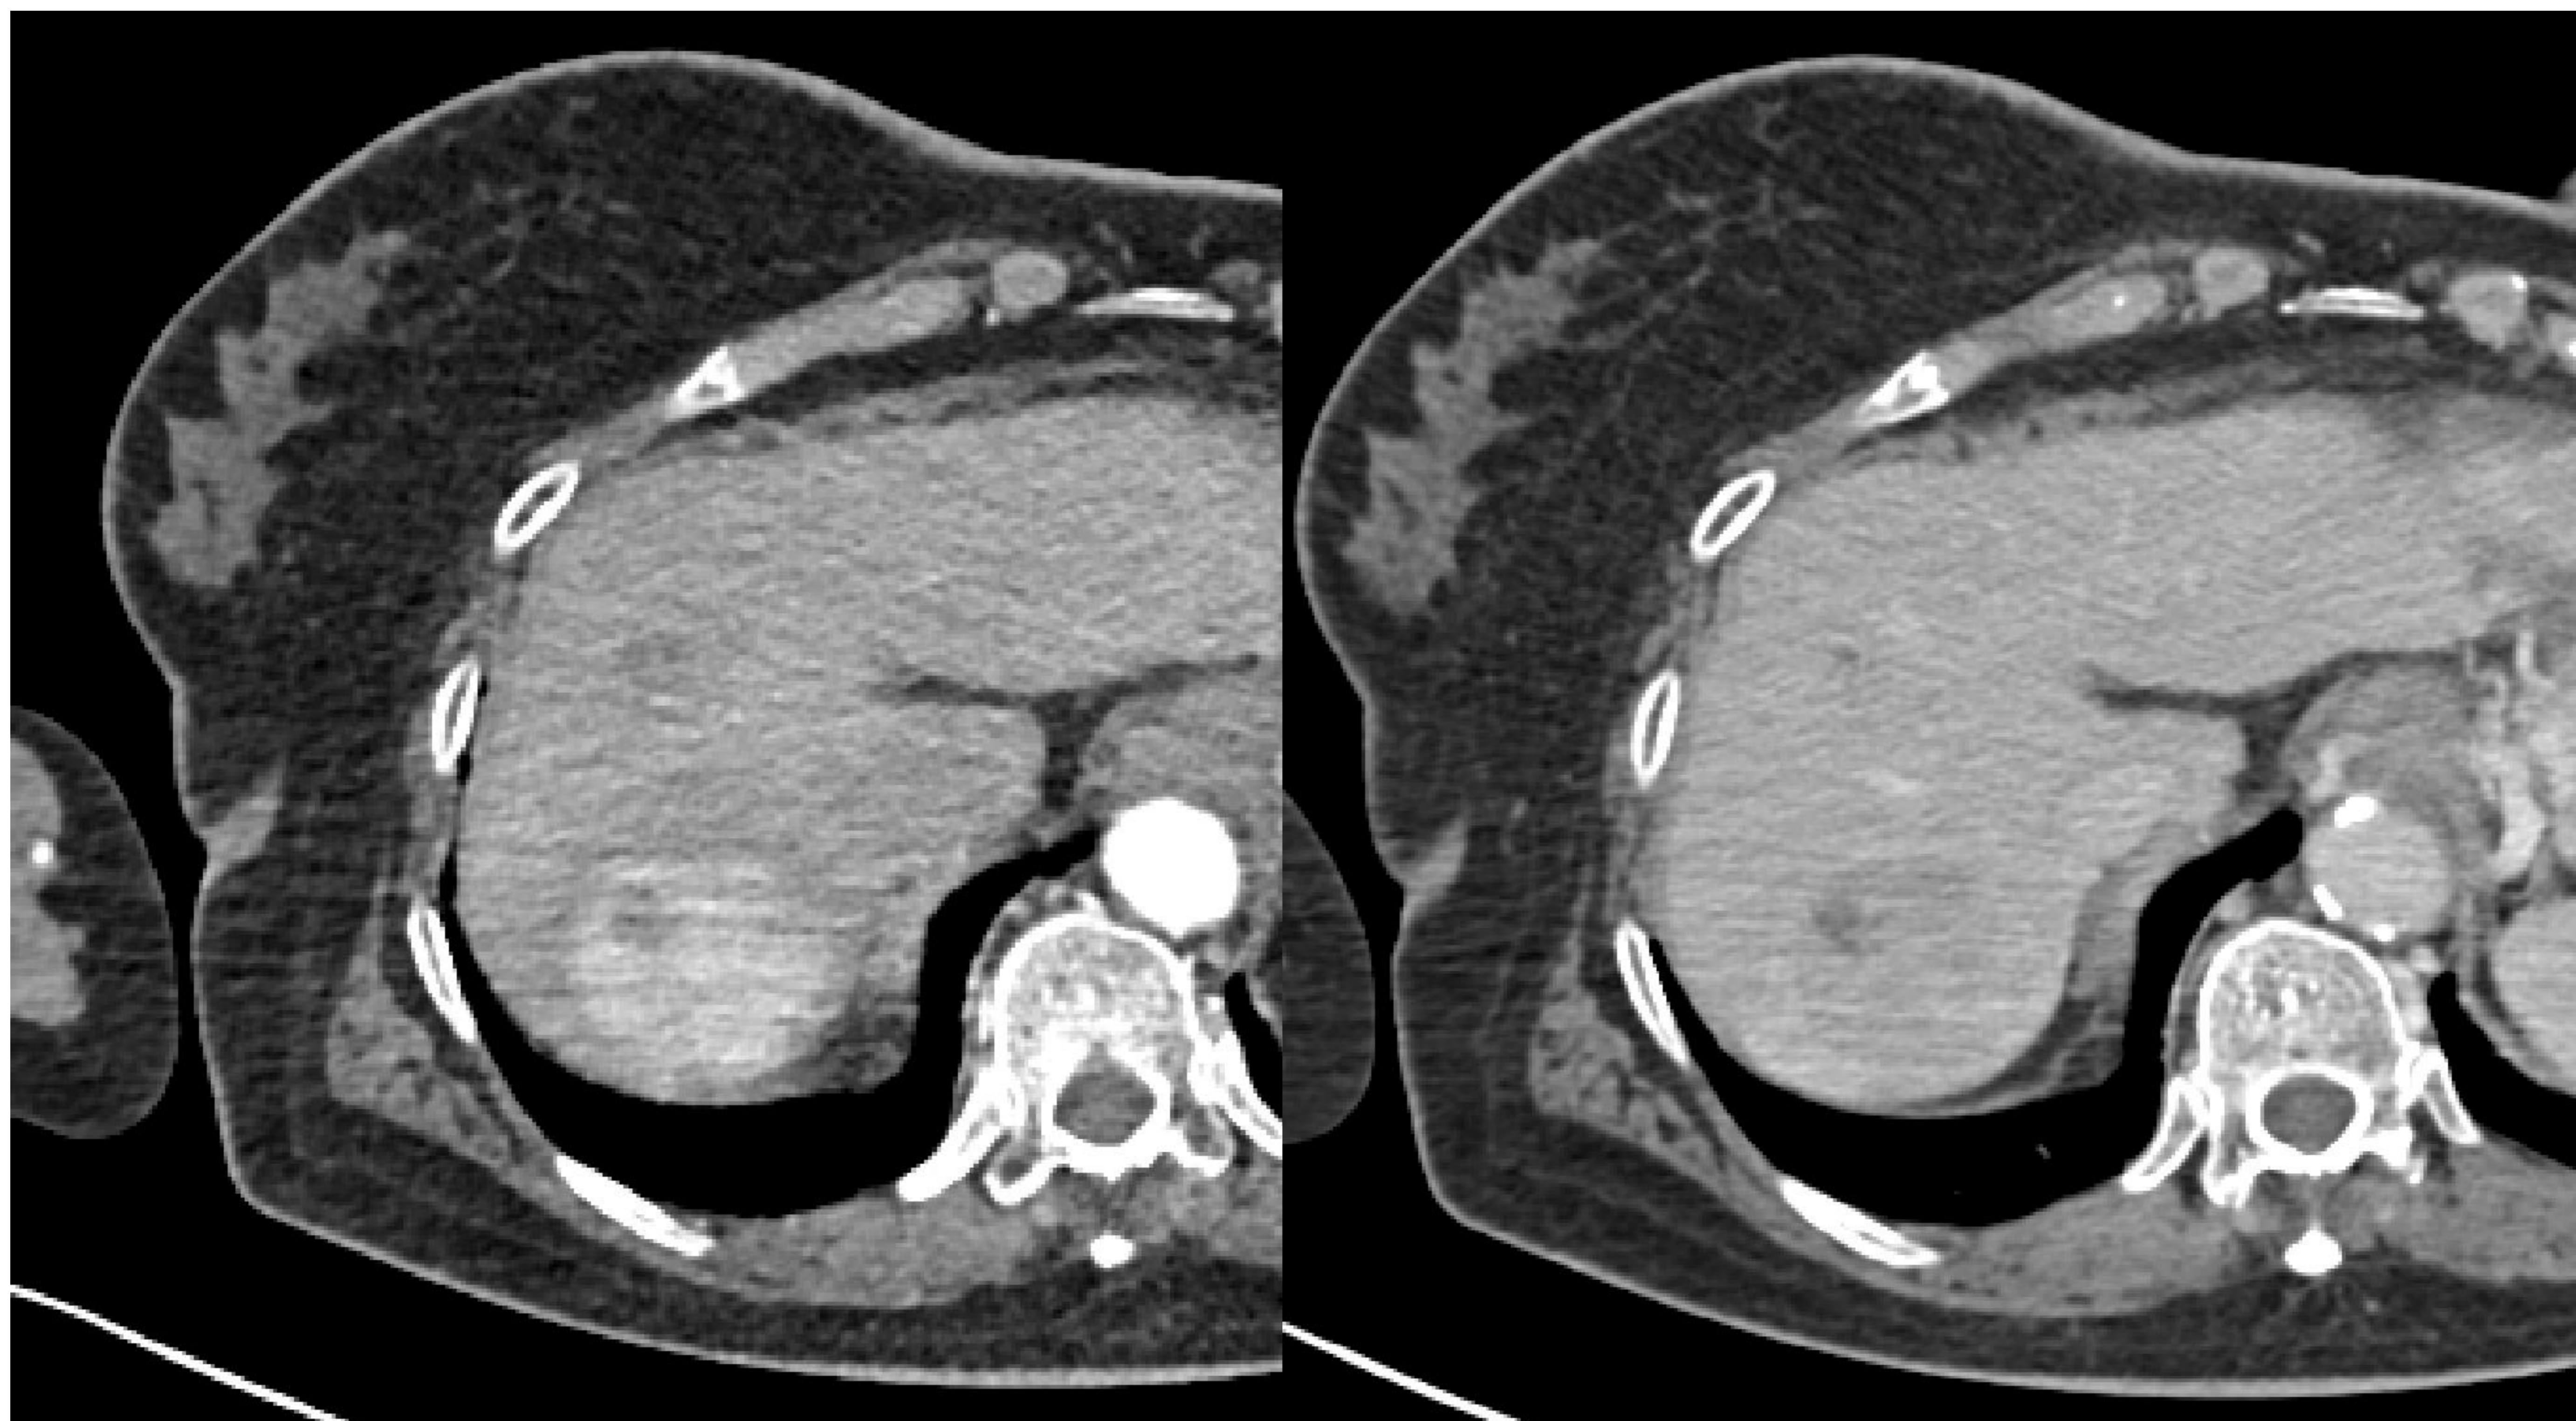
Imagen axial de TC abdominal en fase arterial y portal donde se visualiza una lesión nodular hepática en segmento VII con captación precoz de contraste en fase arterial y lavado en la fase portal, compatible con hepatocarcinoma.
